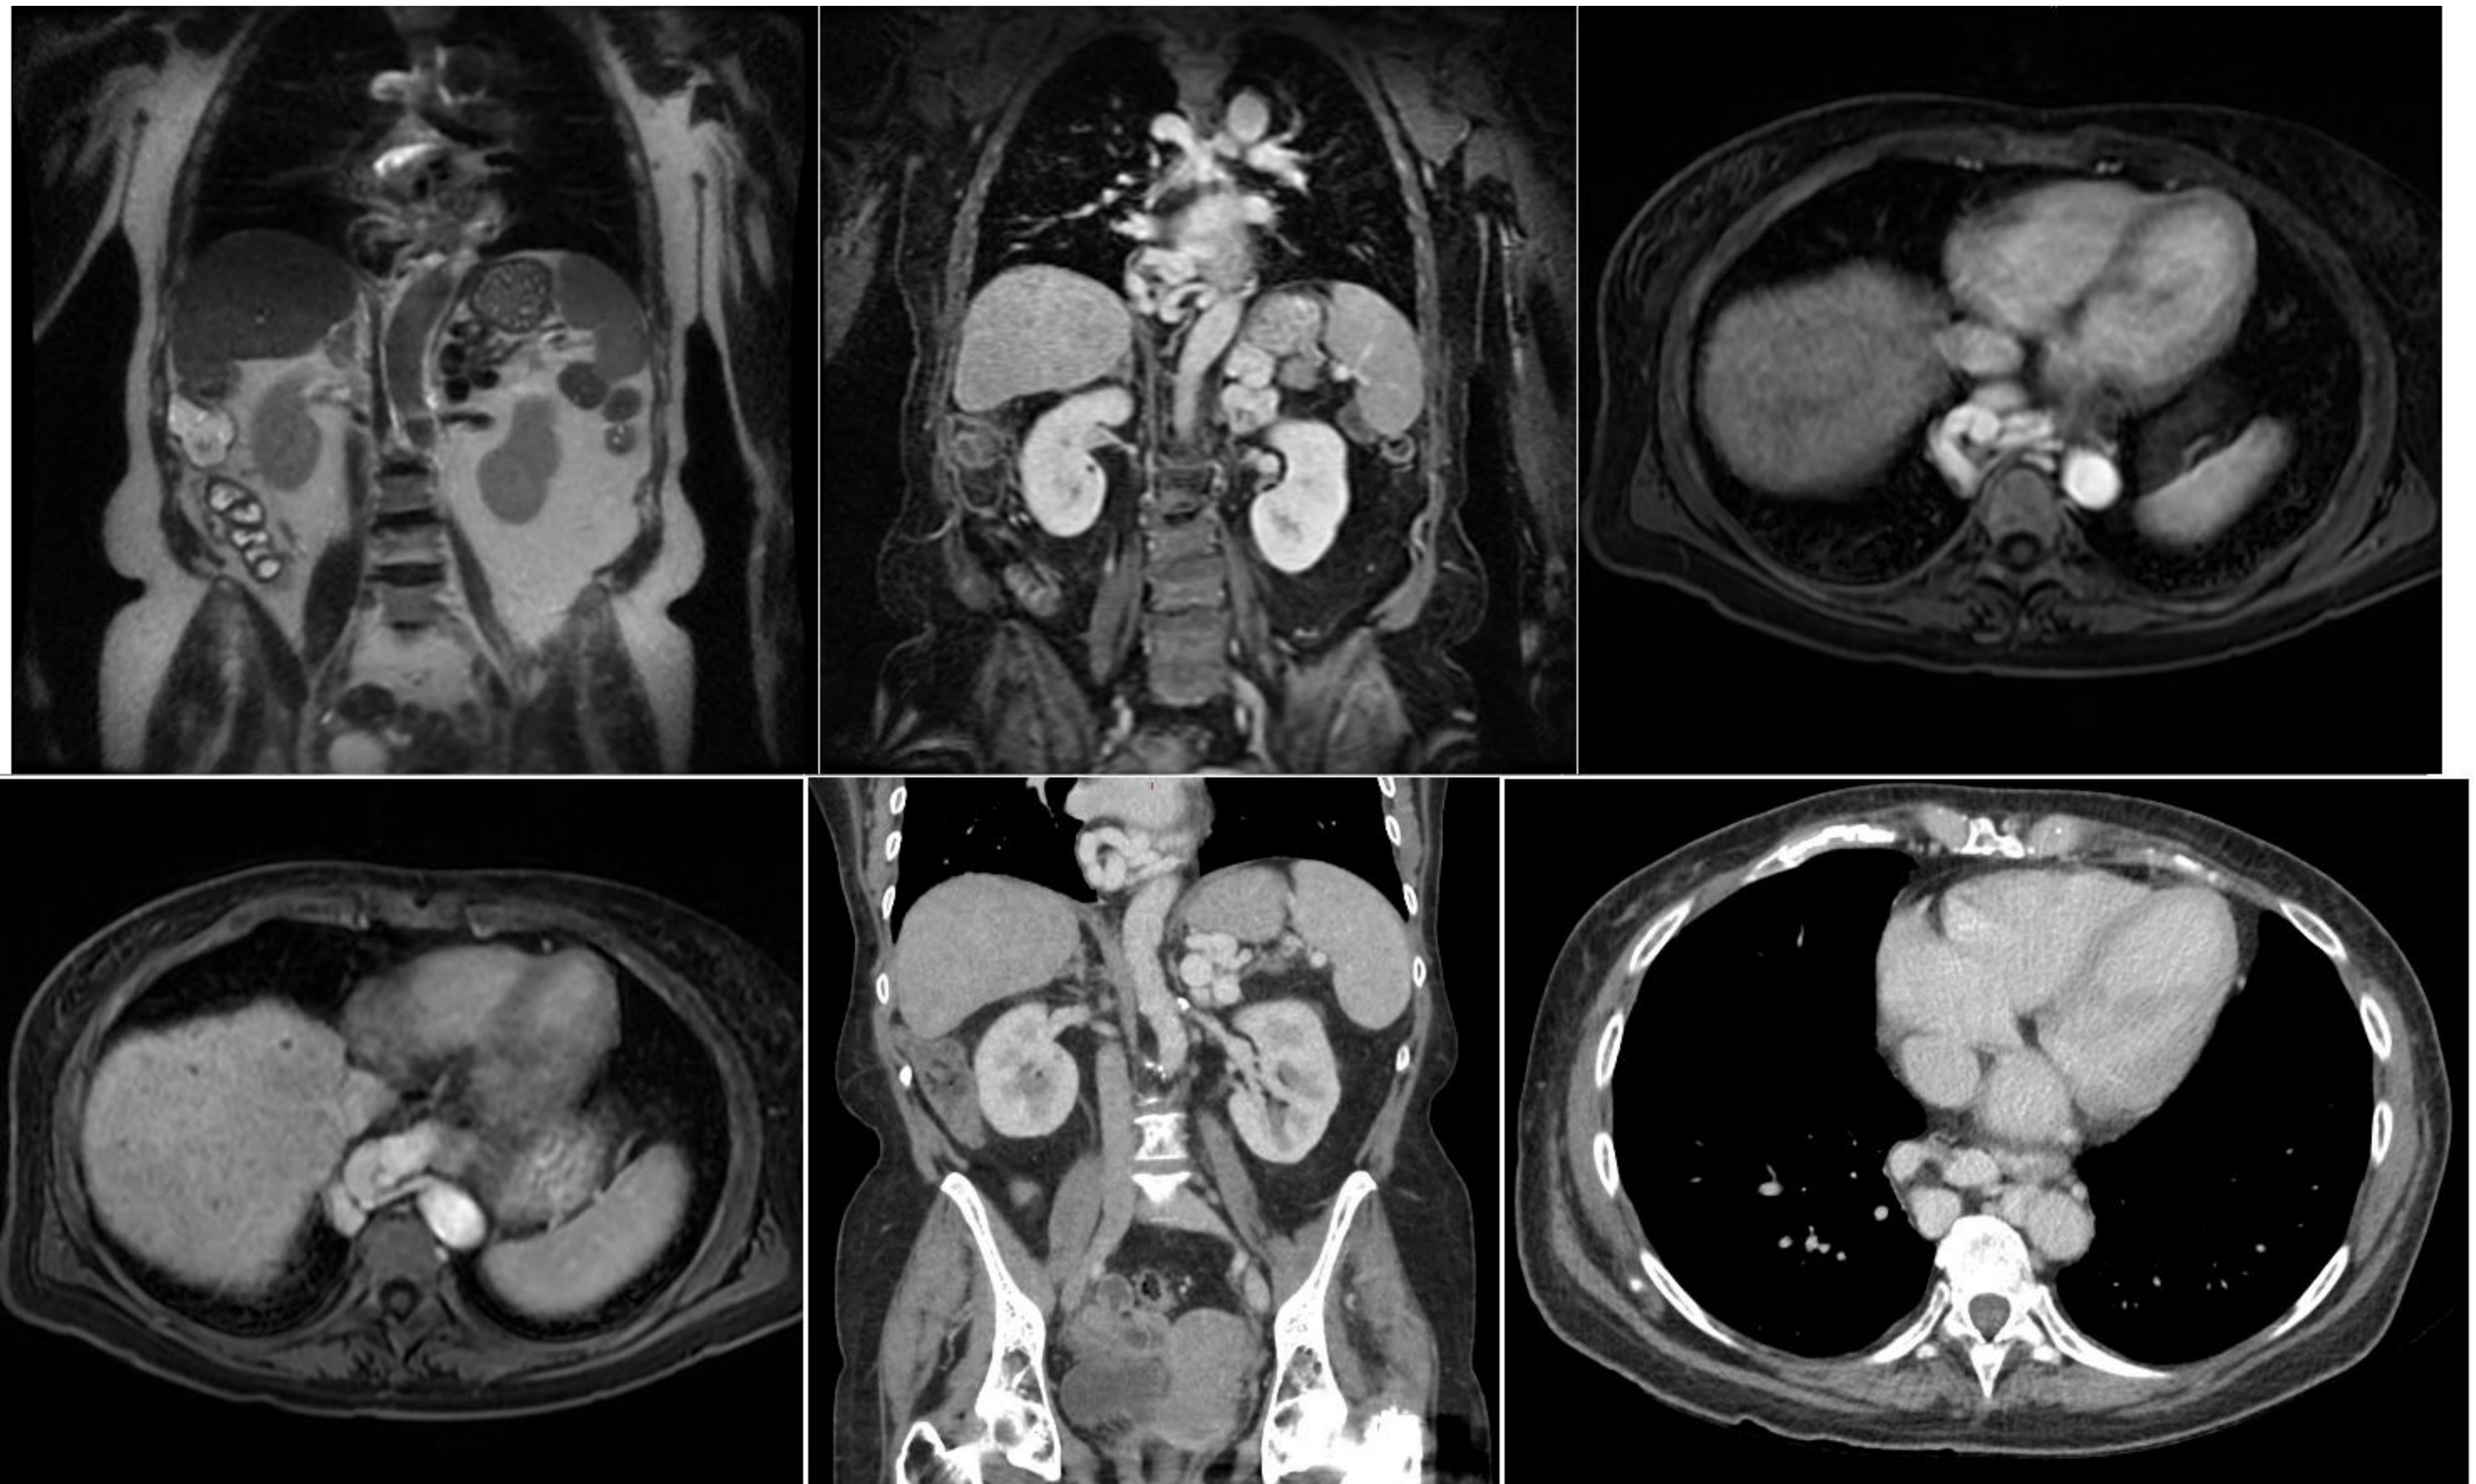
Imágenes del mismo paciente de la figura 6 de resonancia magnética (T2 coronal, T1 fat sat post contraste coronal y axiales en fase portal) y cortes coronal y axial de TC con contraste en fase portal que muestran la correlación multimodal de las varices esofágicas.
